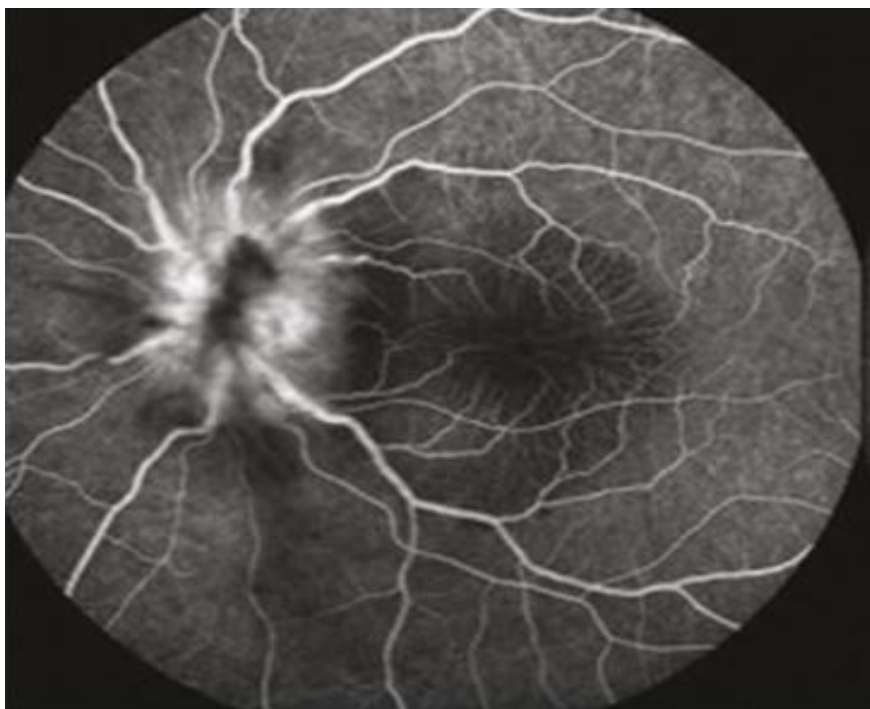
ASPECT EN ANGIOGRAPHIE À LA FLUORESCÉINE D'ŒDÈME PAPILLAIRE
